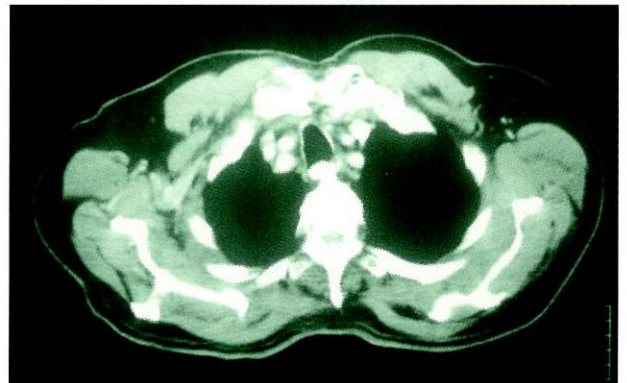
TAC TÓRAX, CORTE AXIAL T2. COMPRESIÓN ESOFÁGICA POR OSTEÓFITO DORSAL.
